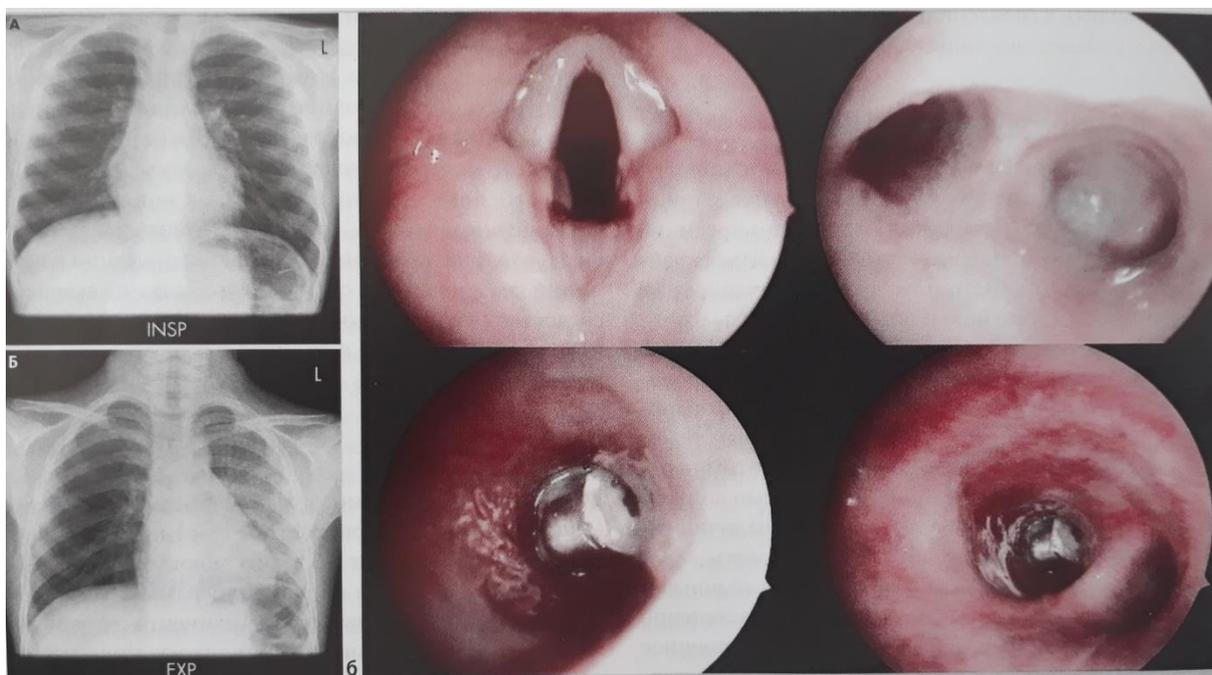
Инородное тело бронха (а) сверху рентгенограмма органов грудной клетки на вдохе. Внизу рентгенограмма грудной клетки на выдохе. В правой половине грудной клетки определяется наличие воздуха, вызванное нахождением в правом бронхе инородного тела; (б) Удаление инородного тела из правого главного бронха, эндоскопия .
